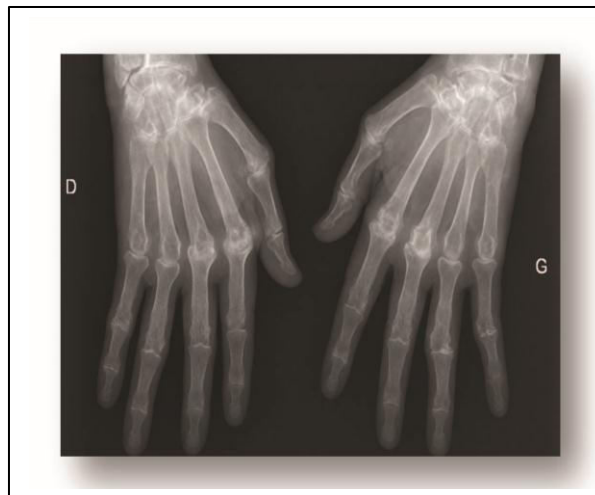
Radiographie de mains de PR. Destruction des articulations métacarpo-phalangiennes et pincement des inter-phalangiennes proximales.
